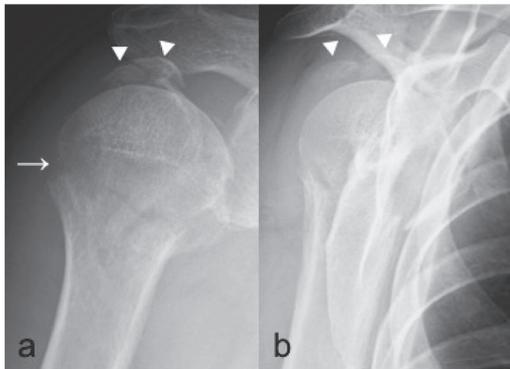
症例1, 受傷時単純X線写真 (a: 正面像, b: スカブラY像)
